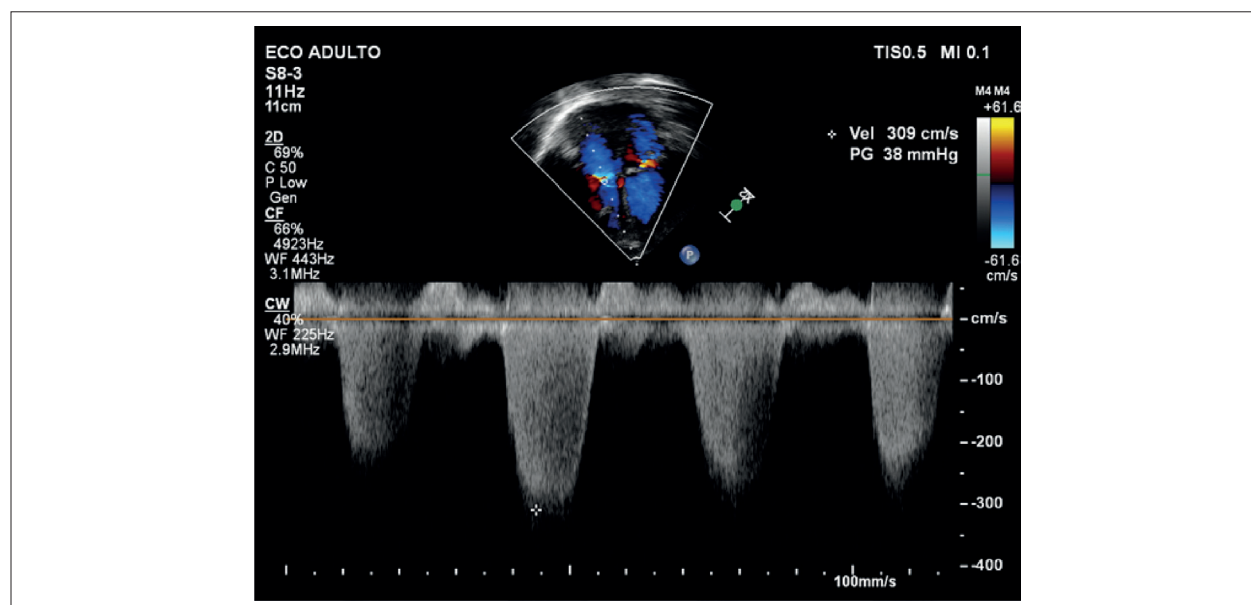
Doppler da valva tricúspide mostrando jato de insuficiência e estimativa da pressão sistólica pulmonar no paciente com hipertensão pulmonar.
